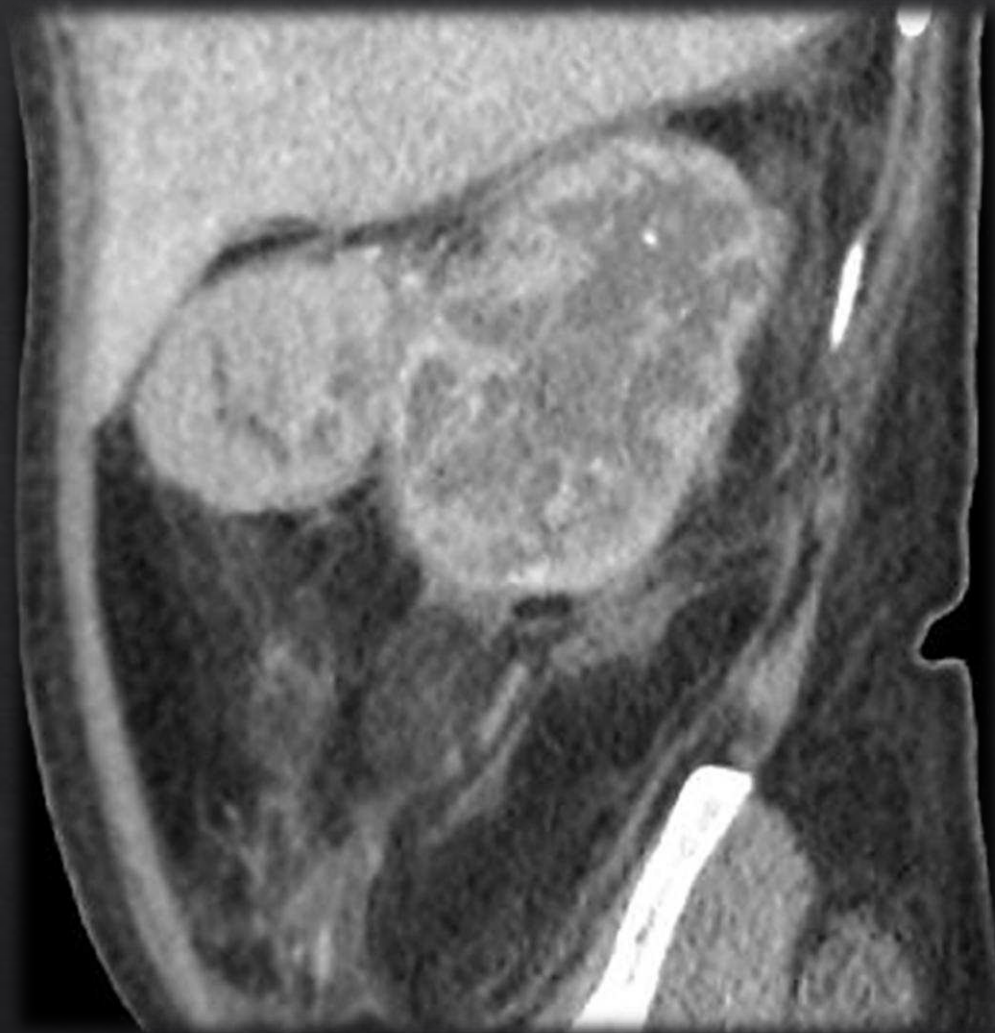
A: TC abdominopélvica con contraste endovenoso en fase portal, con corte en plano axial y reconstrucción coronal. Gran masa retroperitoneal derecha sólida de partes blandas heterogénea bilobulada con dos zonas solidas con marcada captación de contraste también heterogénea, presentando el resto de la masa densidad grasa intralesional. Presenta significativo aumento de densidad y trabeculación y liquido libre perilesional. Condiciona marcado efecto de masa con desplazamiento anteromedial e inferior del riñón ipsilateral.
